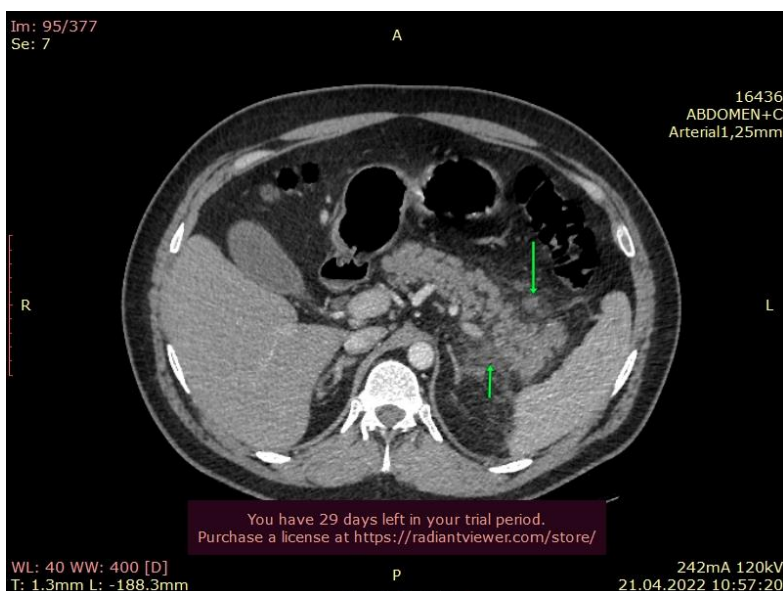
МСКТ больного Т. с внутривенным усилением (21.04.2022). Отёк забрюшинной клетчатки в области хвоста и тела поджелудочной железы (стрелки) – признаки острого панкреатита.
